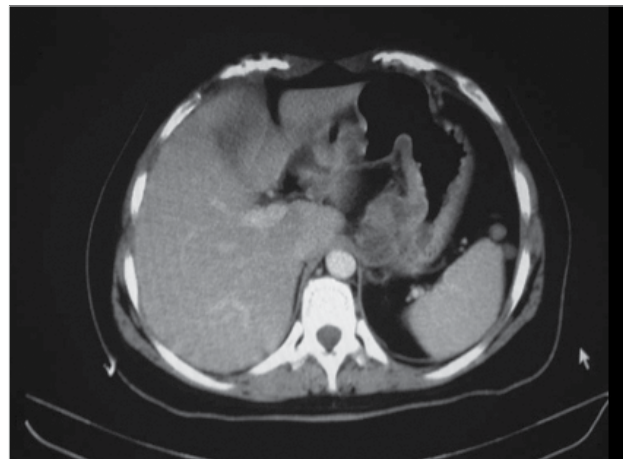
Computed tomography scan before anti-tuberculous treatment
